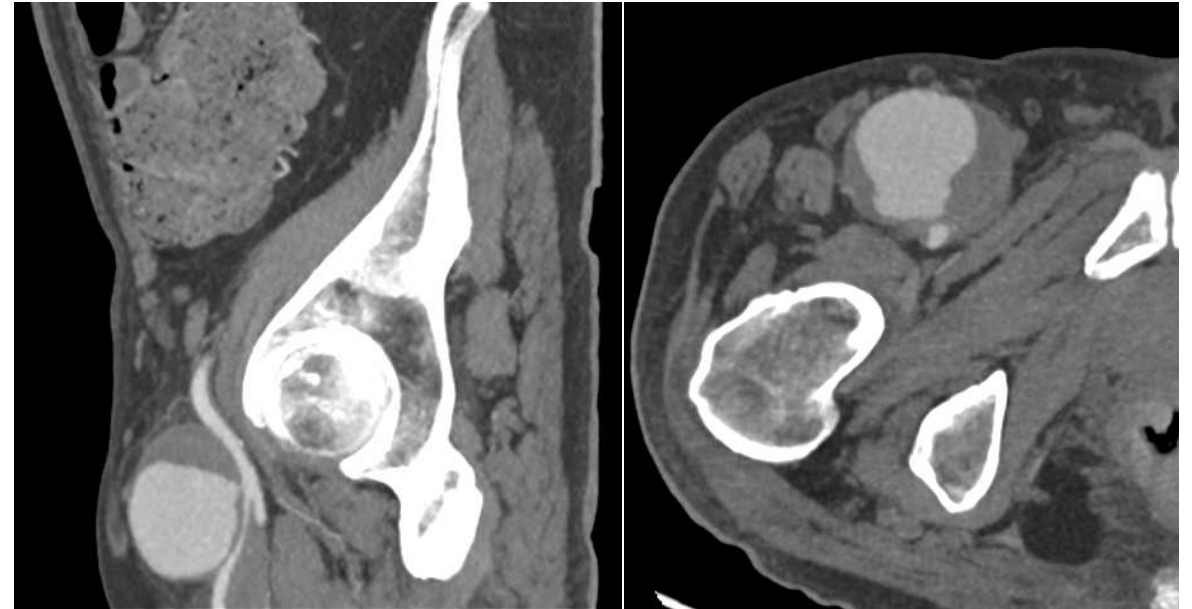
Angio-TC que muestra una estructura de morfología redondeada dependiente de la arteria femoral común, compatible con un pseudoaneurisma (parcialmente trombosado en la periferia).
